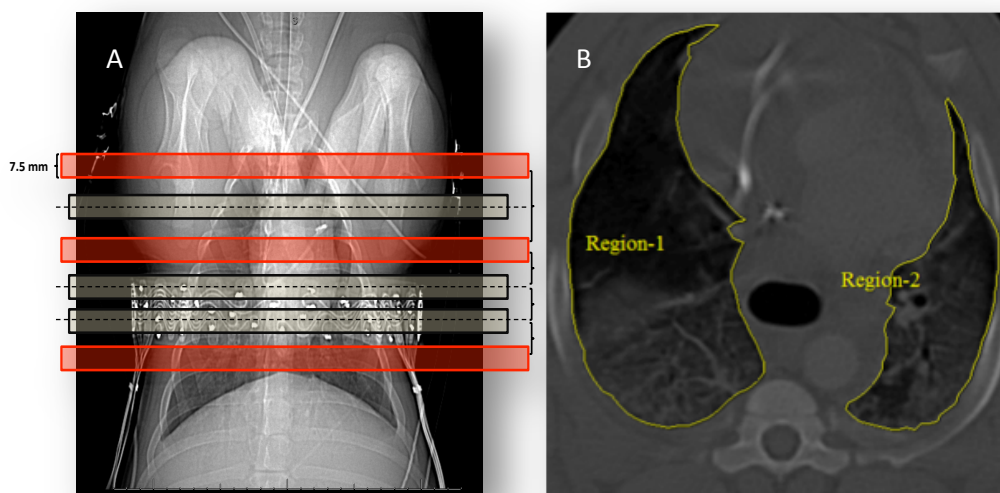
Na figura A podemos observar os 6 cortes definidos para o estudo da TC. Em vermelho estão os cortes principais e em cinza os cortes adicionais. Na figura B, estão as regiões de interesse (ROIs).
